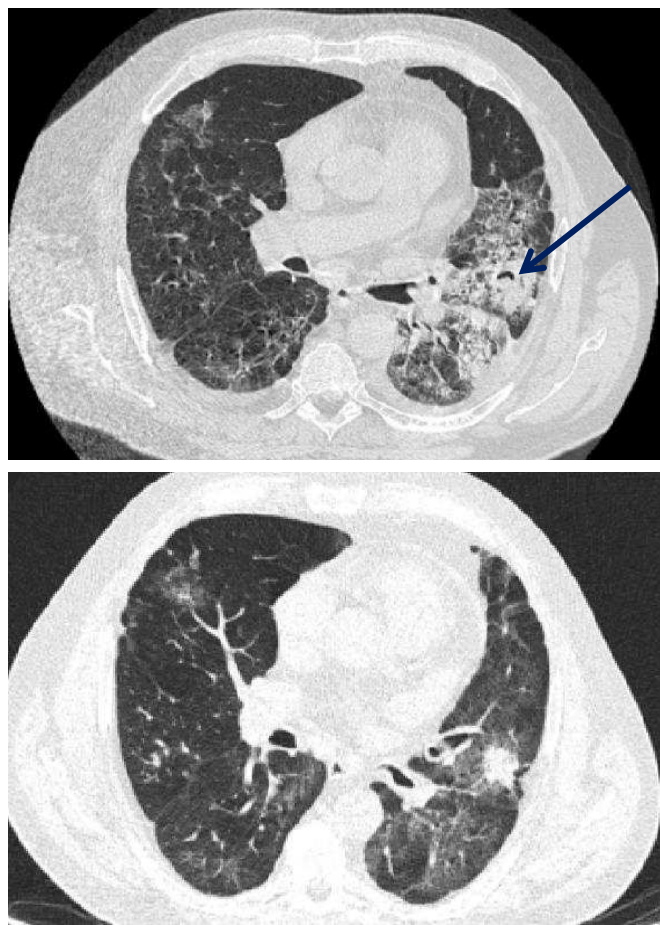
КТ ОГК от 05.08.21 г. очаговое поражение легких, симптом «серпа» (стрелка).
